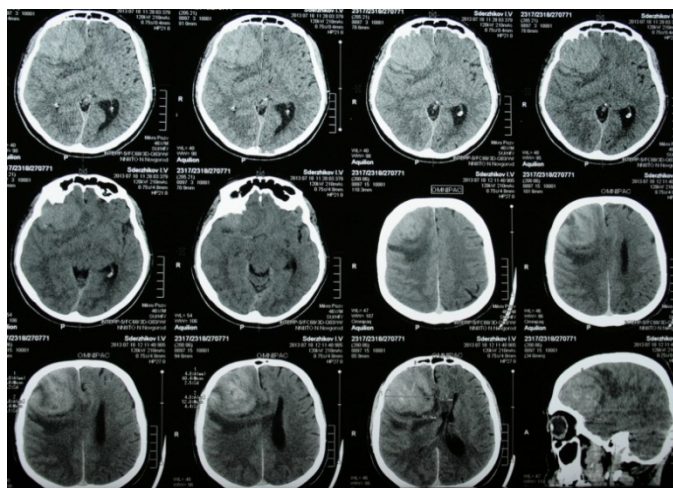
КТ больного С. Опухоль правой лобной доли. КТ с контрастным усилением от 18.07.2013. В правой лобной доле определяется опухоль, интенсивно накапливающая контраст
